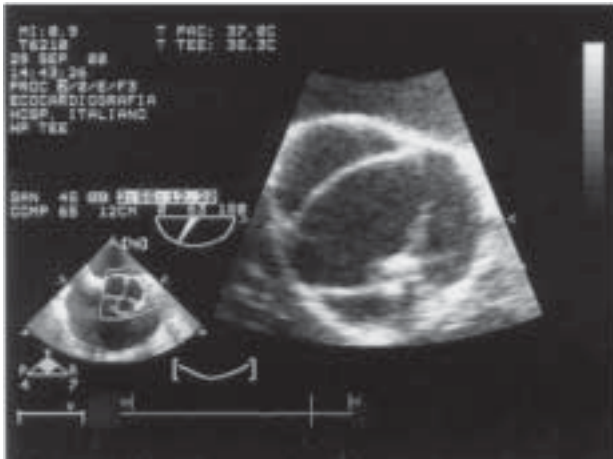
Ecocardiograma transesofágico. Válvula aórtica bicúspide en sístole.
